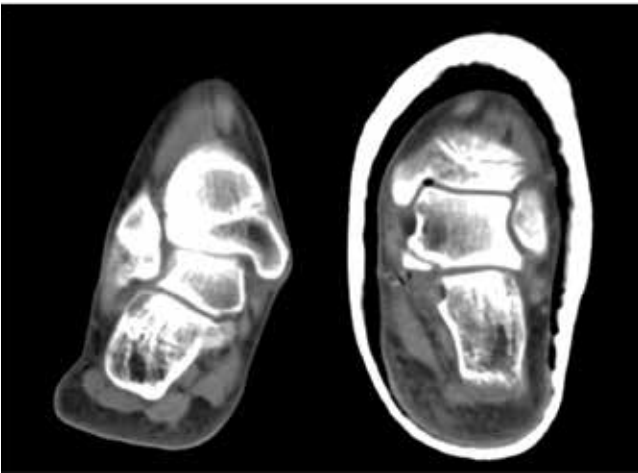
Tomografía axial de control donde se aprecia la liberación de las articulaciones.
